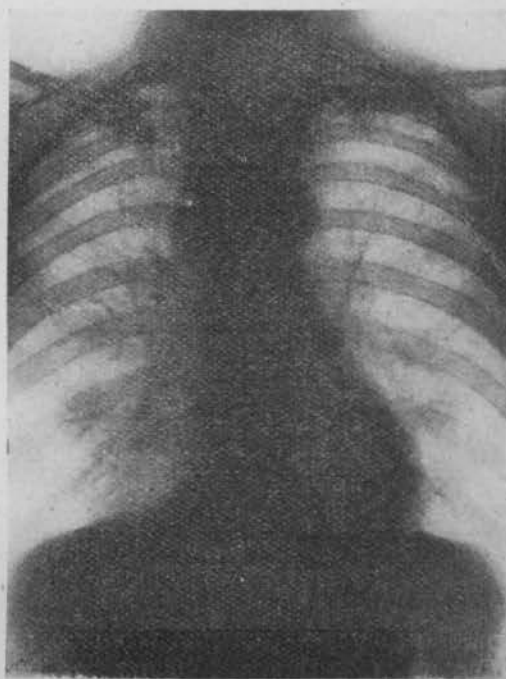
Radiografía antes de la intervención.
